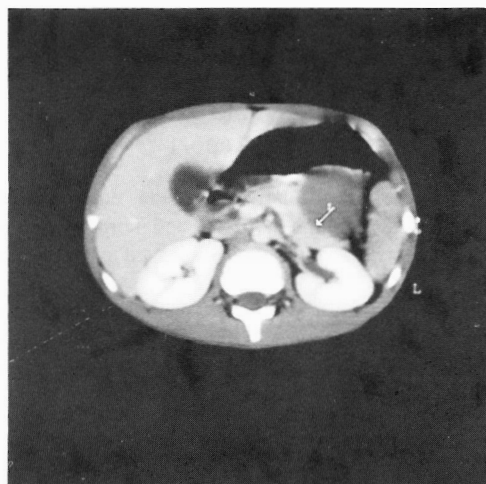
TAC abdominal (após injeção de contraste intravenoso): Formação de densidade líquida que comprime e deforma o corpo e cauda do pâncreas (↙).
